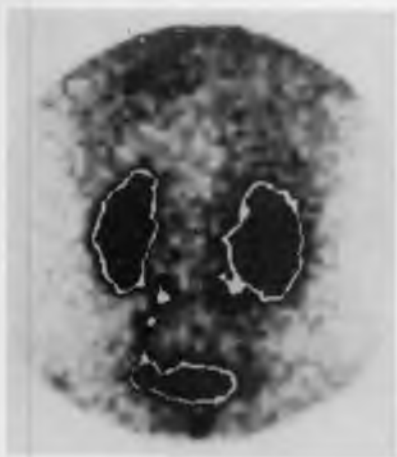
Сцинтиграмма почек и мочевого пузыря. Хронический гломерулонефрит. Увеличение обеих почек в размерах.
